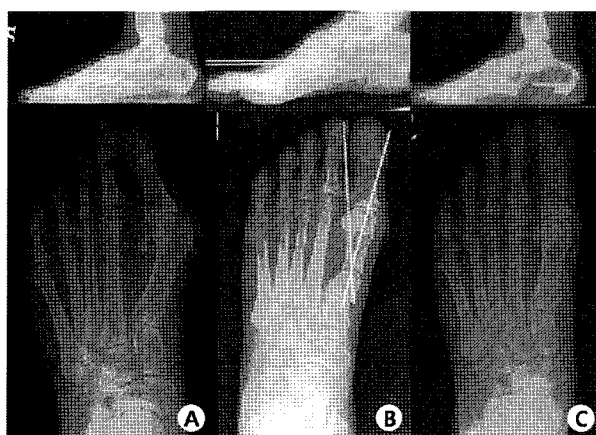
(A) Preoperative dorsoplantar weight-bearing radiograph demonstrating a grade-VII position of the medial sesamoid with a hallux valgus angle of 38° and an intermetatarsal angle of 17°. (B) Intraoperative radiograph showing fixation of two K-wires. (C) Dorsoplantar weight-bearing radiograph made twelve months postoperatively, showing a grade III position of medial sesamoid with a hallux valgus angle of 8° and an intermetatarsal angle of 6°.
